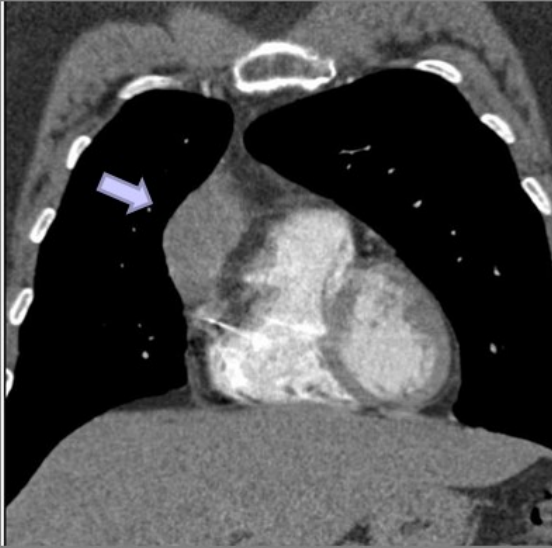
TIMOMA TIPO B2 OMS, MASAOKA IIB (invasión macroscópica transcapsular). Mujer 50 años asintomática TAC CON CIV, corte axial y reconstrucciones coronal y sagital: Masa mediastínica anterior-derecha, con captación homogénea del civ (flechas azules). Mala definición de su margen anteromedial (flecha roja) TTO: Resección quirúrgica y Radioterapia
